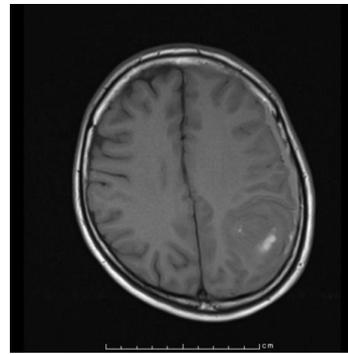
MRI a)T1WI b)T2WI c)T2* d)Gd-MRI
